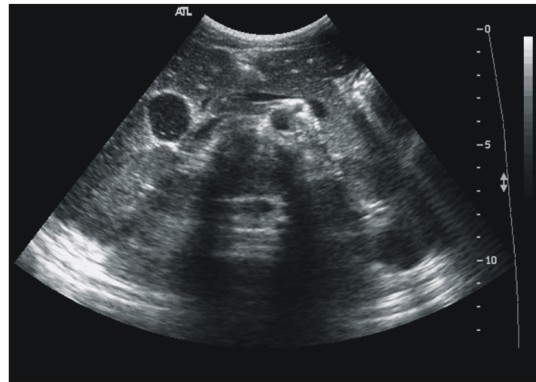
Abdominal ultrasonography shows normal liver, GB, spleen, pancreas, kidney and urinary bladder.
